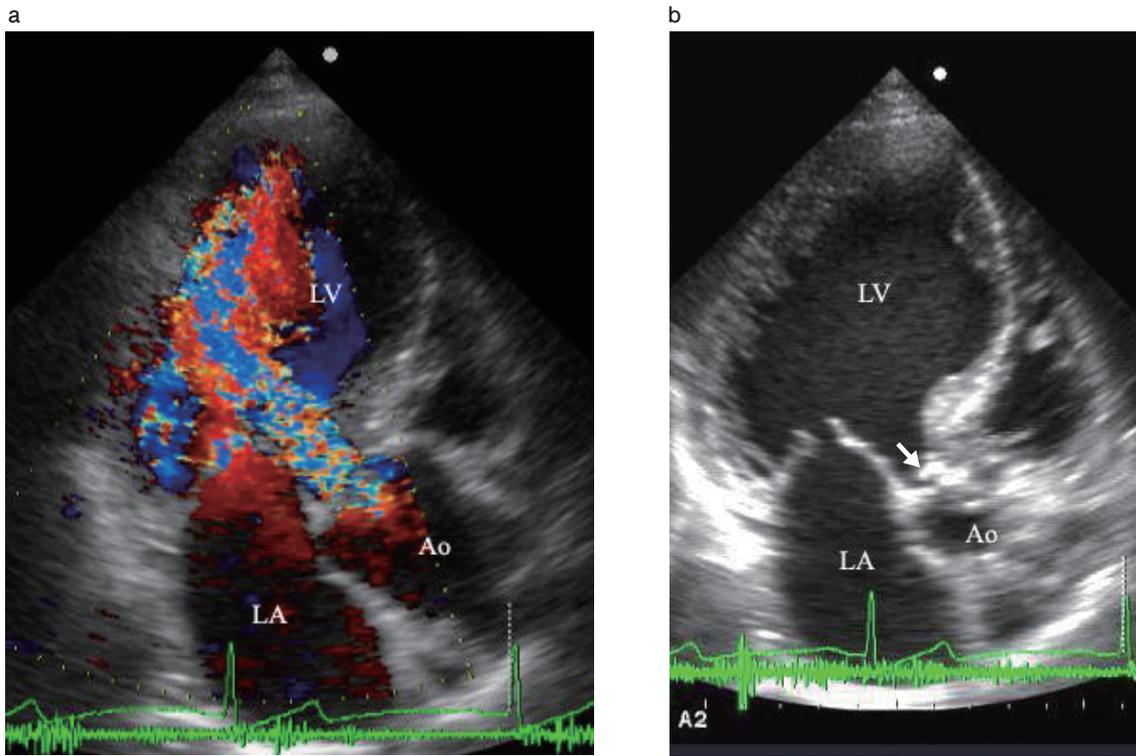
灌水様雑音に変化した時の心エコー図(入院時の記録).
